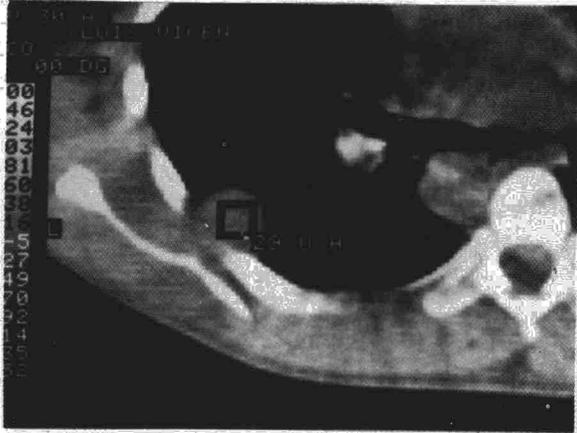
Tomografía axial computerizada mostrando la situación del tumor, su densidad intermedia y homogeneidad.
